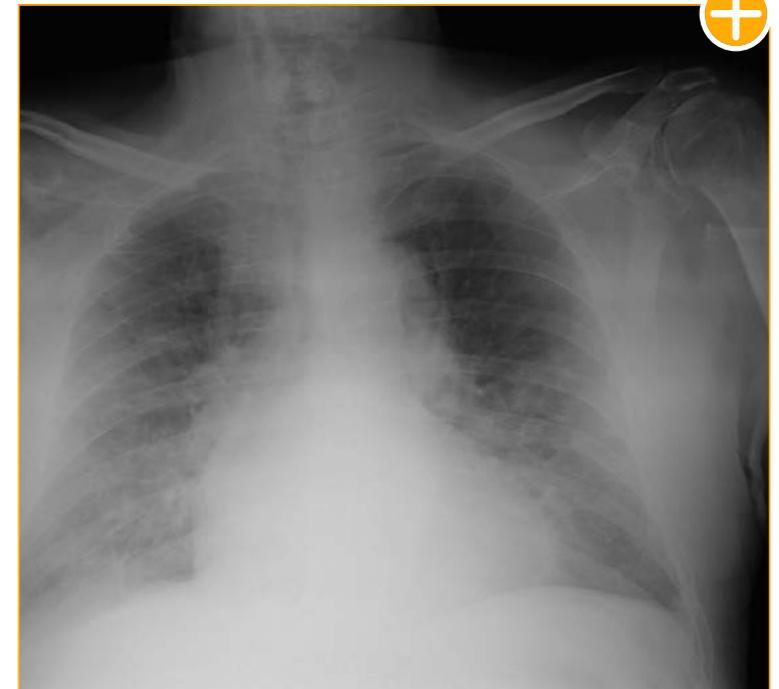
Radiografía de tórax (proyección PA): Infiltrados bilaterales sugestivos de COVID-19 con afectación de grado radiológico moderado, de predominio en campos medio y basal derechos. Cardiomegalia.
